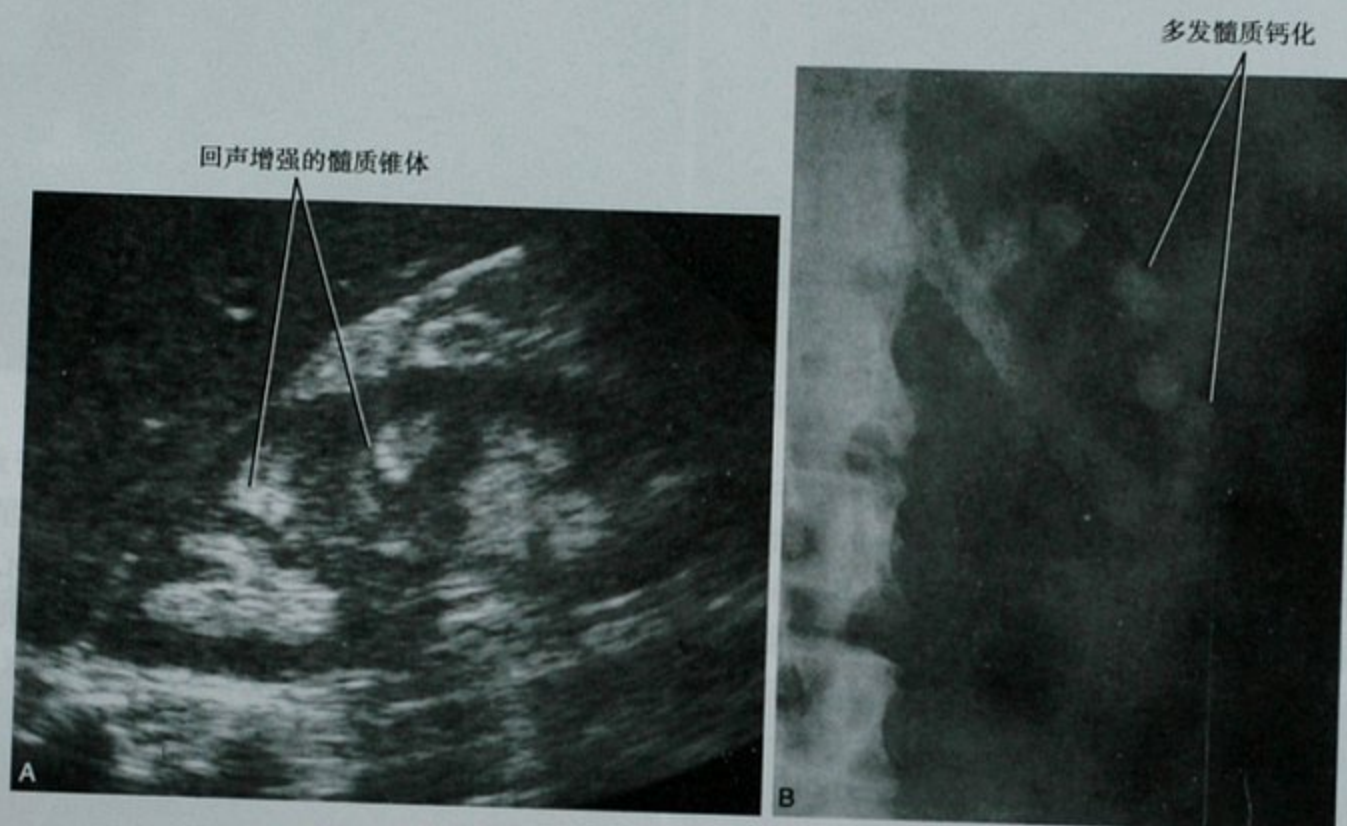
肾髓质钙质沉积症,两位患者分别在超声(A)和平片(B)上的表现
